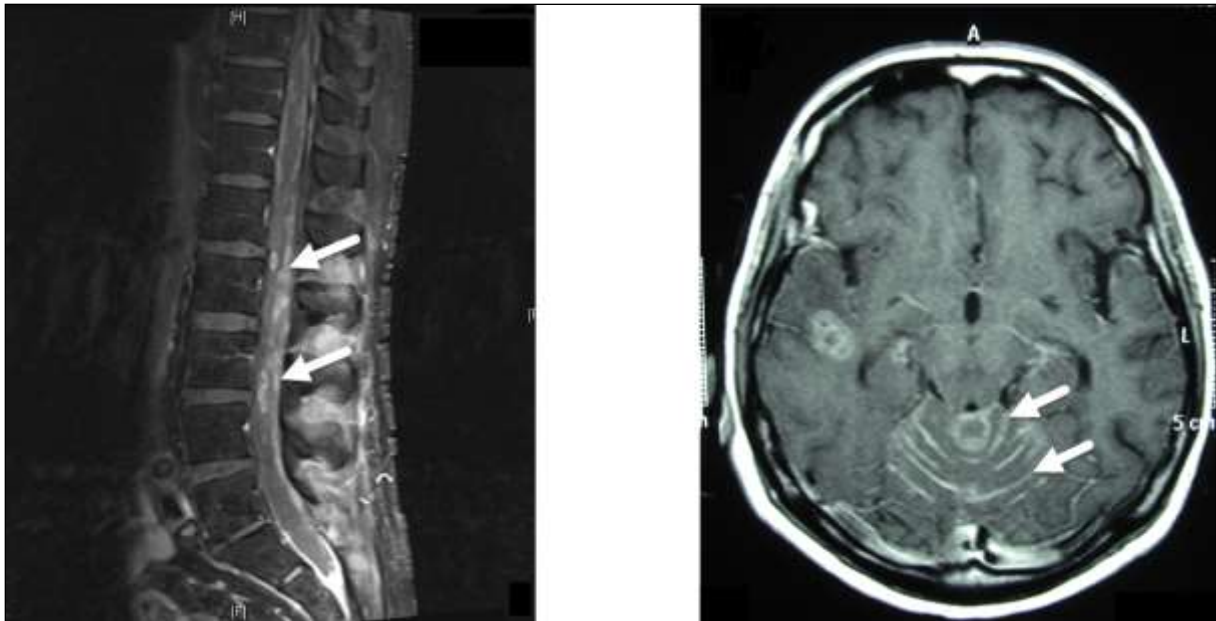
Meningeosis neoplastica im MRT. Links: gemischt flächig-knotige Kontrastmittelanreicherung im Bereich der Rückenmarkshäute (Pfeile) der unteren Wirbelsäule. Sagittale T1-Sequenz mit Kontrastmittel. Rechts: Leptomeningeale Kontrastmittelanreicherung im Bereich der Kleinhirnfoliae (Pfeile), zudem intraparenchymale Metastase rechts temporal. (Mit freundlicher Genehmigung von Prof. Dr. M. Knauth, Abteilung Neuroradiologie, Universitätsmedizin Göttingen(UMG))
